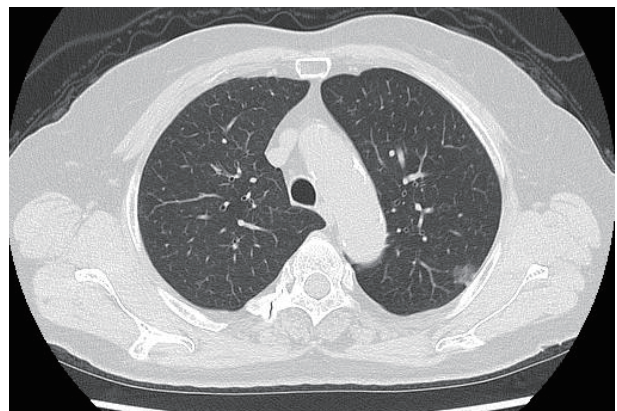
Chest CT showed a part-solid GGN of 14 mm in size, including a 6-mm solid part in the left S¹⁺² segment.
